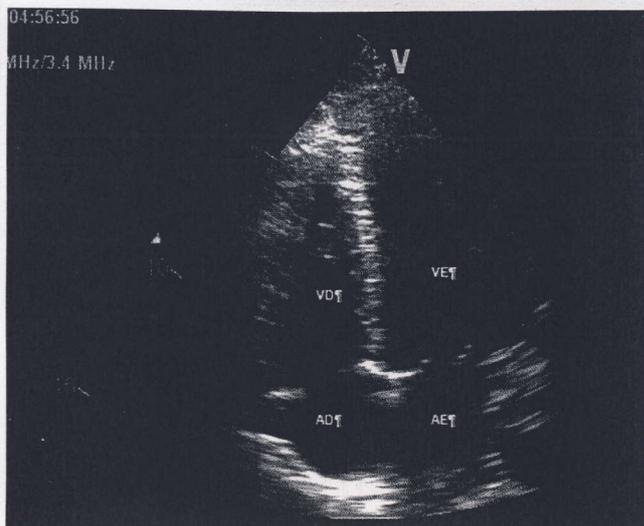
Ecocardiograma transtorácico plano apical 4 câmaras que mostra ausência de dilatação das cavidades cardíacas. AD: aurícula direita; AE: aurícula esquerda; VD: ventrículo direito; VE: ventrículo esquerdo.
